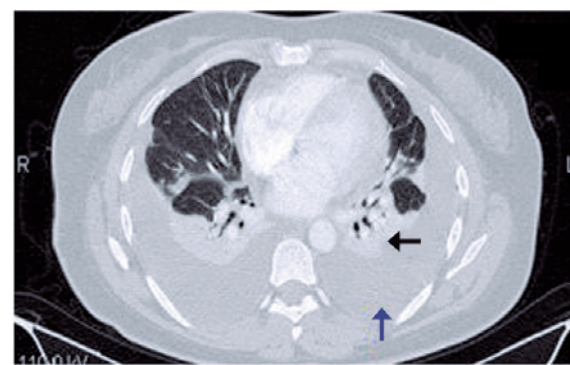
Angiotomografia de tórax evidenciando derrame pleural bilateral (seta azul) e atelectasia bilateral em lobos inferiores (seta preta).
